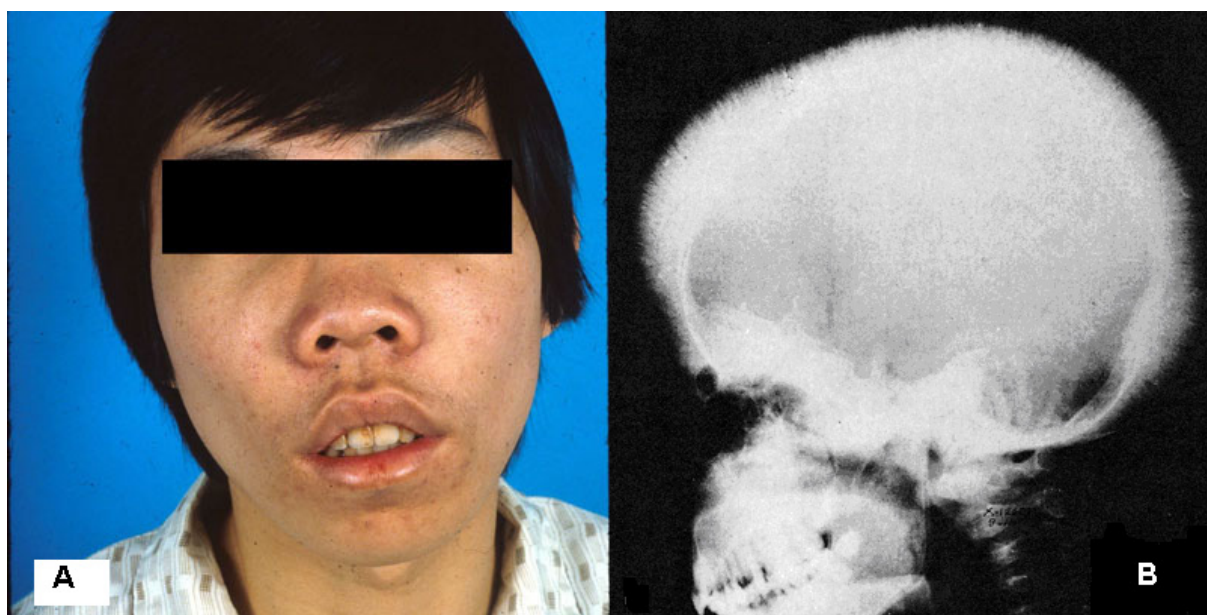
A. Fâscies talassêmica (ou fâscies de roedor): protusão dos maxilares, aumento da arcada dentária superior, com separação dos dentes e bossa frontal. B. Radiografia de crânio com aspectos clássicos da expansão medular: adelgaçamento cortical, alargamento da cavidade medular e a imagem da calota em borda de escova (“hair-on-end”).
